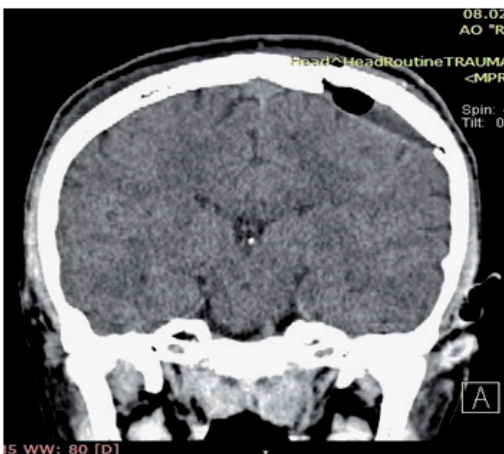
КТ после операции
